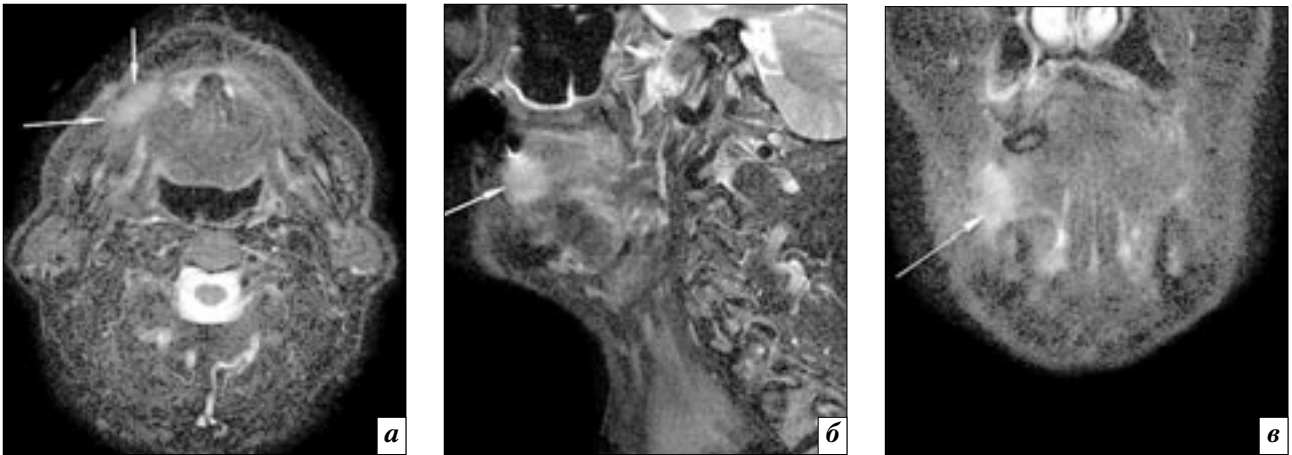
Магнитно-резонансные томограммы полости рта и глотки в аксиальной, сагиттальной и фронтальной проекциях в режиме «STIR». Папилломатоз слизистой щеки (а-в). Однородный участок на слизистой оболочке щеки высокого Мр-сигнала в режиме жироподавления «STIR» с четкими ровными контурами (стрелки).
